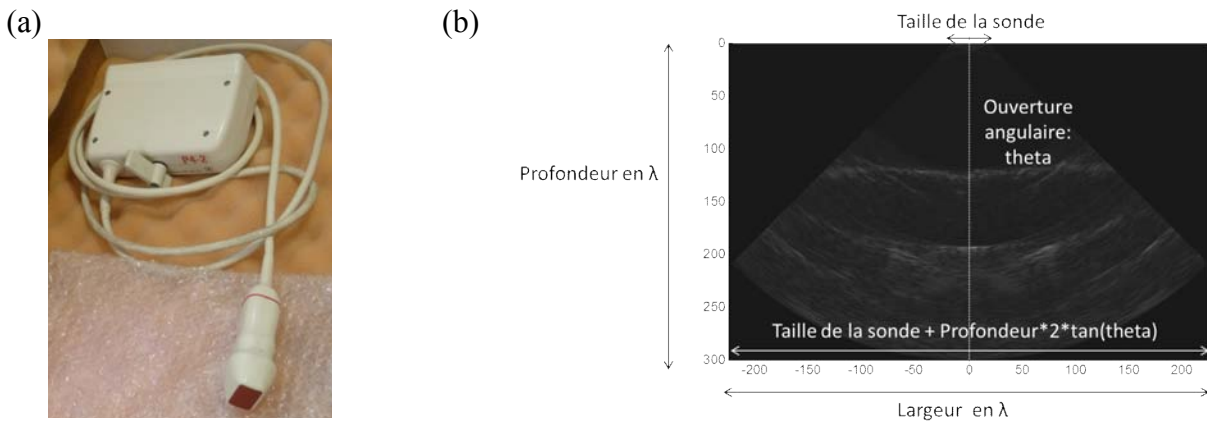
(a) sonde échographique ATL P4-2 ; (b) image acquise par la sonde ATL P4-2.
